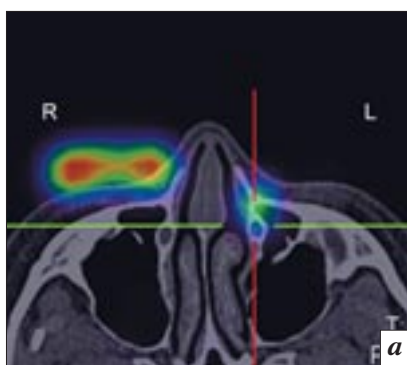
ОФЭКТ/КТ-картина в аксиальной проекции у пациентки Г. с облитерацией СОП на уровне шейки слезного мешка справа и дакриостенозом слева (а), ОФЭКТ-картина в сагиттальной проекции у той же пациентки (слева) (б) и ОФЭКТ/КТ-картина в сагиттальной проекции у той же пациентки (слева) (в).
